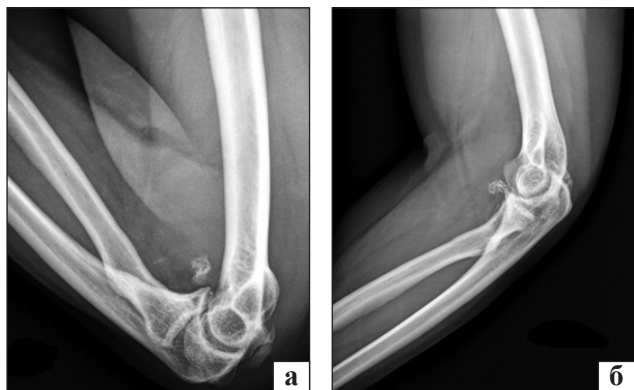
Рентгенограми ліктьового суглоба пацієнта першої групи в бічній проекції в положенні максимального згинання (а) та розгинання (б), ГО легкої форми (I)
